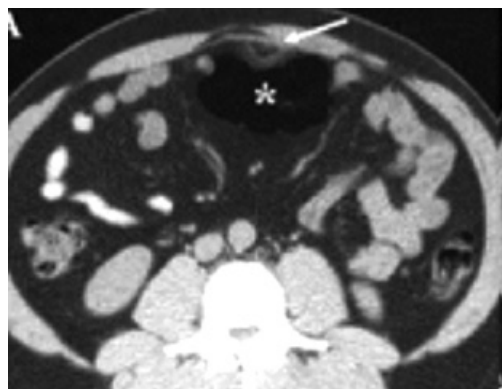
INFARTO OMENTAL. TC MOSTRA PEQUENA IMAGEM OVALADA (SETA) DENSA JUNTO AO CÓLON TRANSVERSO (ASTERISCO).
